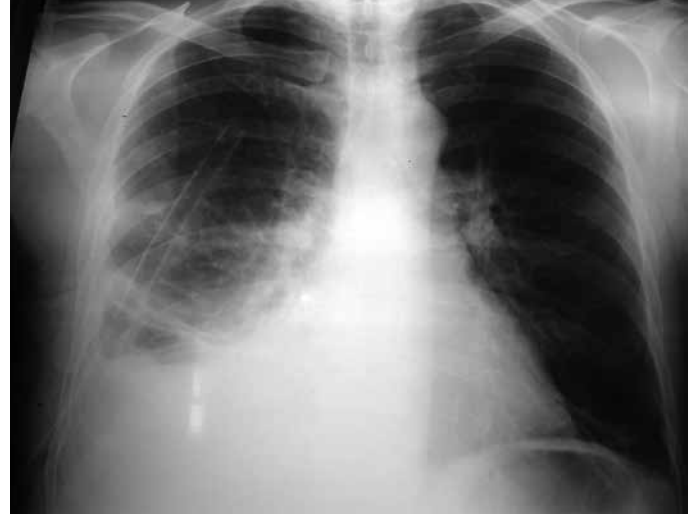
Erken dönem tespit edilen ampiyemli hastanın PA AC grafisi
